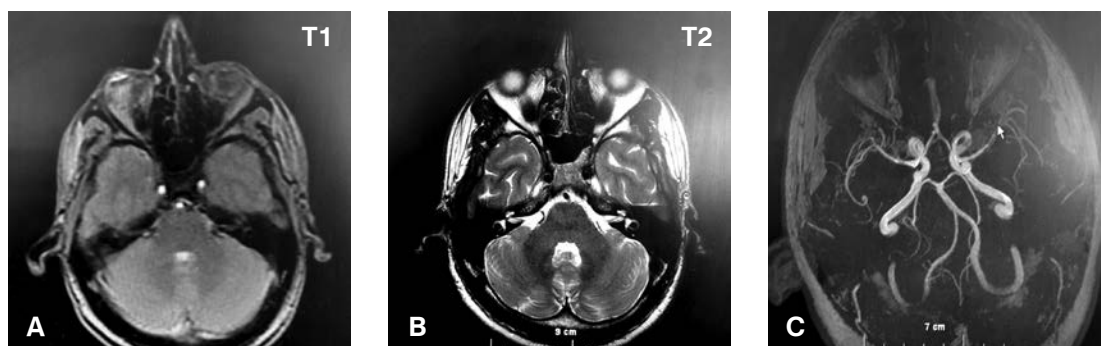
The control MRI (A, B) and MRA (C) studies performed six months later, established normal brain parenchyma, intracranial vascular system, orbits and retrobulbar spaces.
